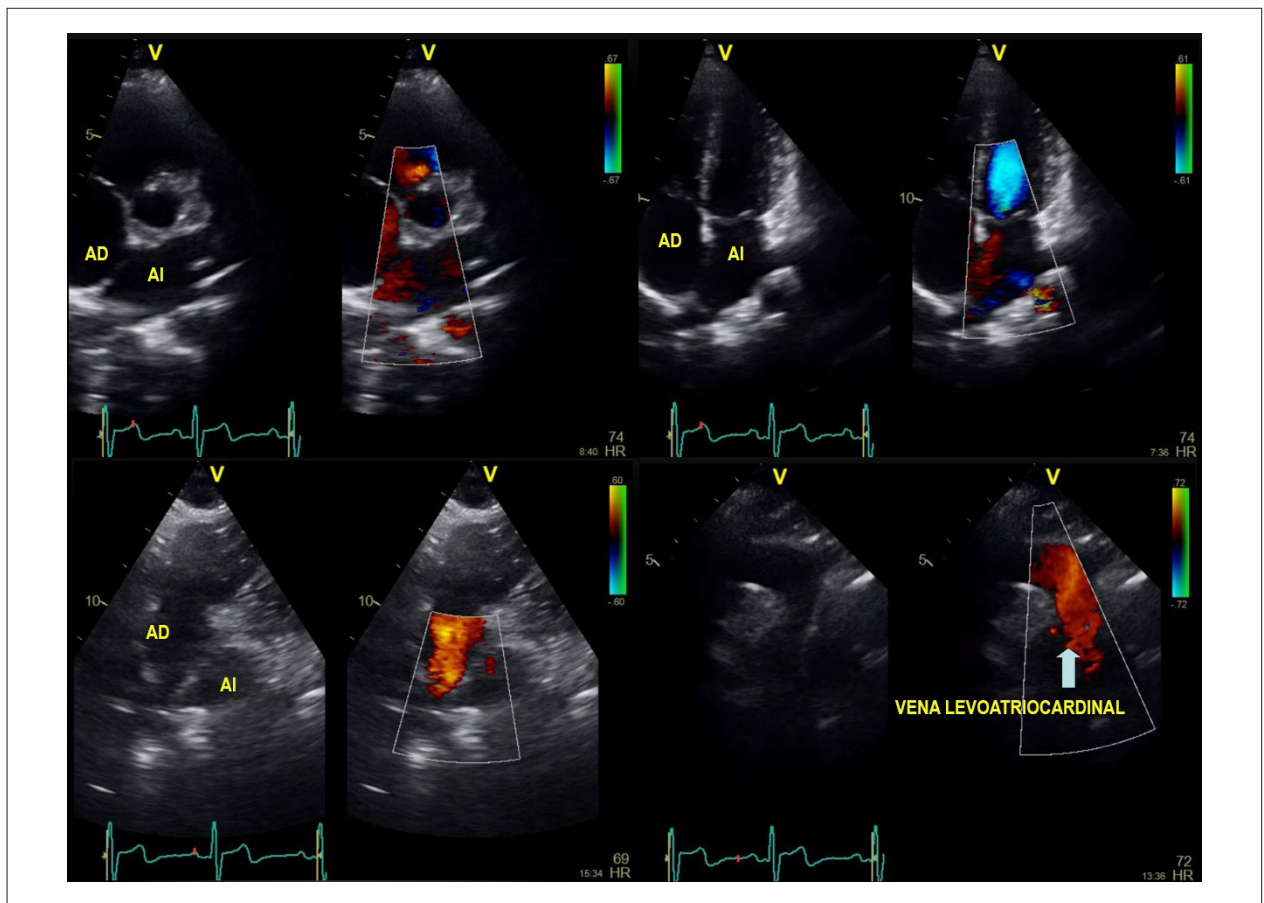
Imágenes del ecocardiograma mostrando el septo interatrial íntegro, venas pulmonares drenando en el atrio izquierdo y la vena levoatriocardinal drenando en la vena innominada.
